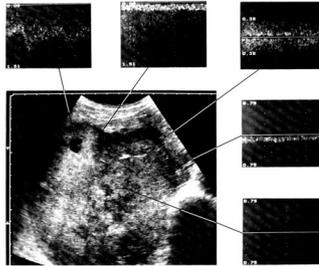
Hépatocarcinome primitif. Examen Doppler. L'échographie montre une masse solide du lobe droit de 12 sur 13 cm. Le Doppler pulvé enregistré deux types de flux (avec modulation pulsée, et sans modulation), en périphérie de la masse. Ces deux types de flux étaient souvent enregistrés simultanément, dans un volume de mesure de dimension axiale égale à 3 mm.
